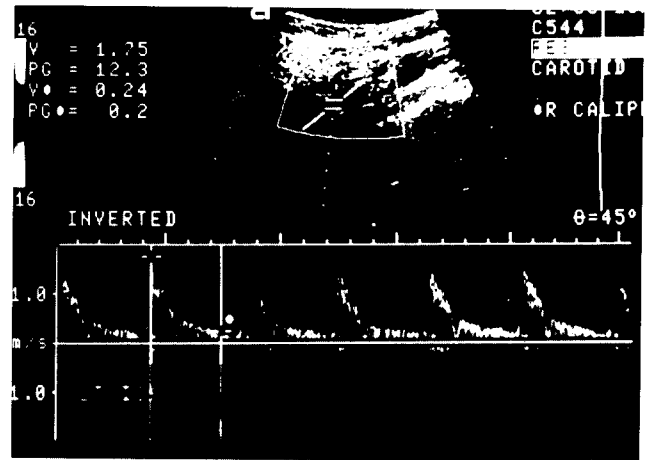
Doppler signals of ICA stenosis in the same patient as Fig. 1.
